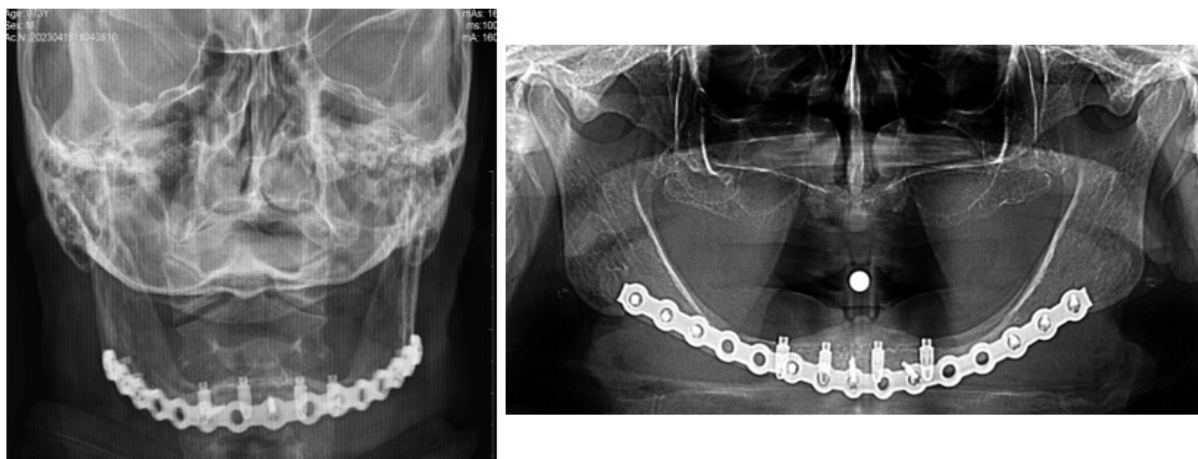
Radiografia frontal da face (esquerda) e panorâmica (direita) realizadas no pós-operatório imediato, revelam a presença da placa de reconstrução instalada de ângulo-a-ângulo mandibular e quatro implantes osseointegráveis na região anterior da mandíbula.
